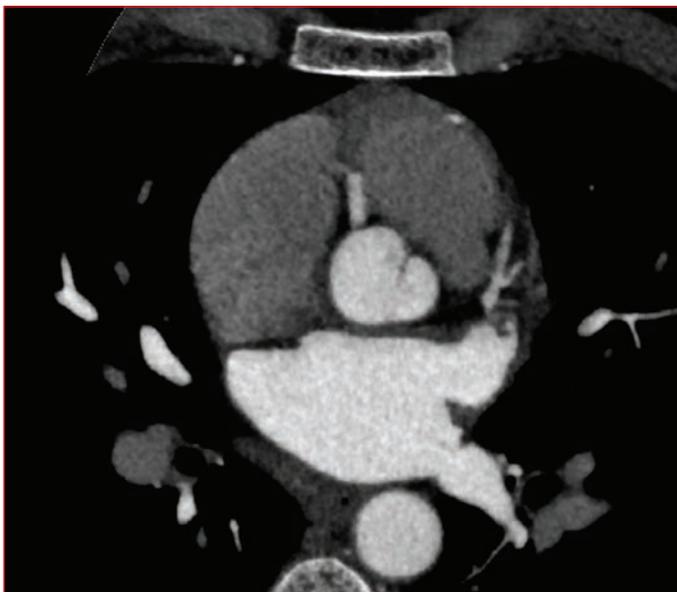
Computed tomographic coronary angiography: Computed tomographic coronary angiography shows the single coronary artery originating from aorta.
